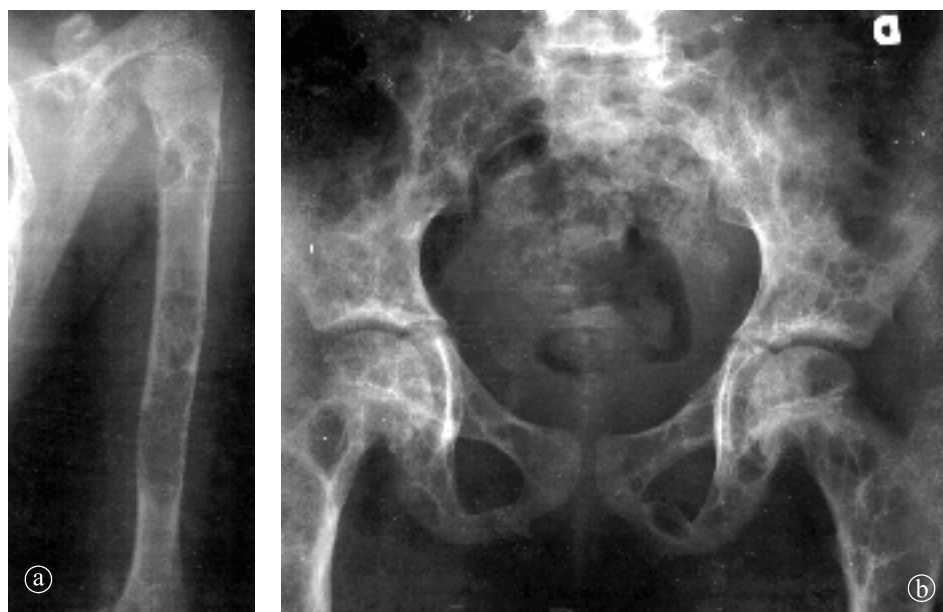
10. Hiperparatiroidism. Radiografie a) antebraț, b) bazin.
